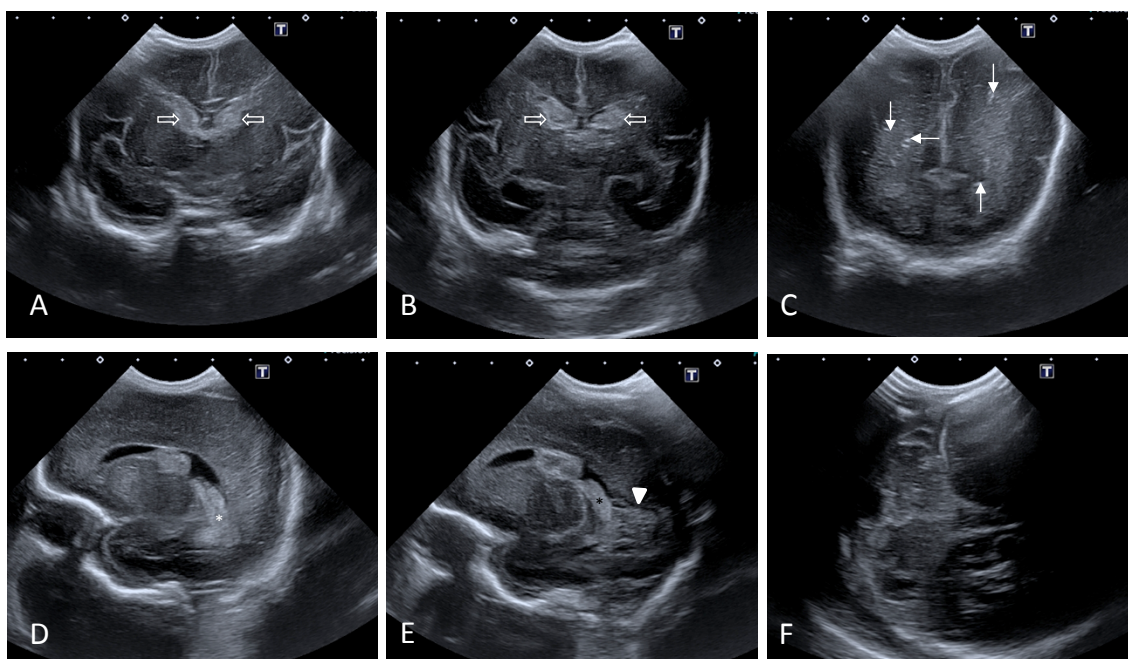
Ecografía cerebral de un paciente prematuro de 26 + 6. Oligoamnios por rotura prematura de membranas. A, B y C) Acceso desde fontanela anterior: ocupación del surco caudotalámico bilateral por hemorragia intraventricular (flechas blancas vacías) y pequeños focos hiperintensos puntiformes en la sustancia blanca parietooccipital bilateral con focos de hemorragia/isquemia puntiforme. D y E) Adquisición parasagital oblicua desde bregma a la altura de los ventrículos laterales derecho (D) e izquierdo (E). La hemorragia derecha se circunscribe al surco caudotalámico. La hemorragia izquierda se extiende al ventrículo lateral hacia el asta occipital y se encuentra adherida al plexo coroideo (asterisco negro). F) Fontanela retromastoidea: fosa posterior sin alteraciones.
